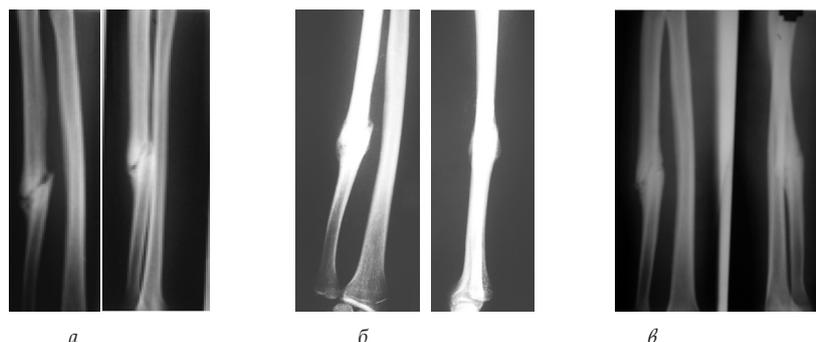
Изменения рентгенологической картины при несрастающемся переломе диафиза локтевой кости у больного С., 24 лет, после чрезкожной лазерной остеоперфорации зоны несрастающегося перелома.
